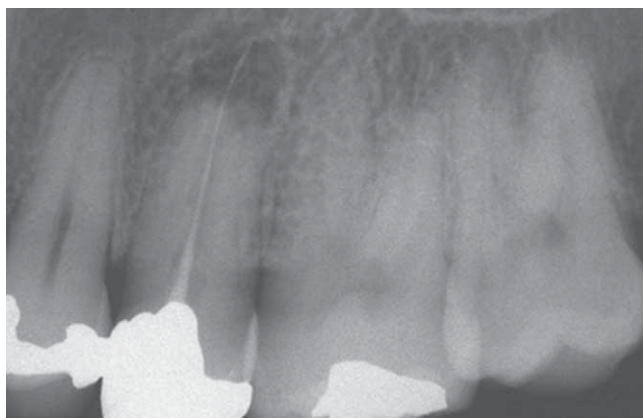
1999/03 – 25 Rx di controllo effettuata sei anni dopo la prima visita: la radiotrasparenza periapicale è ancora più estesa. L'elemento è asintomatico.
